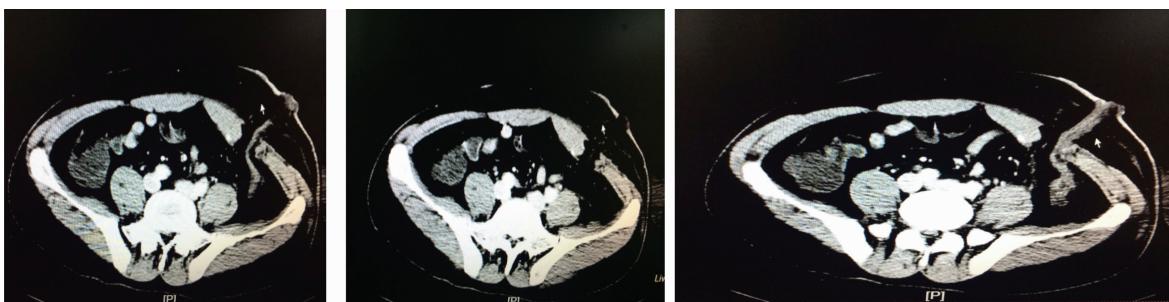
Abdominal CT: obvious swelling and gas under the skin around the stoma
